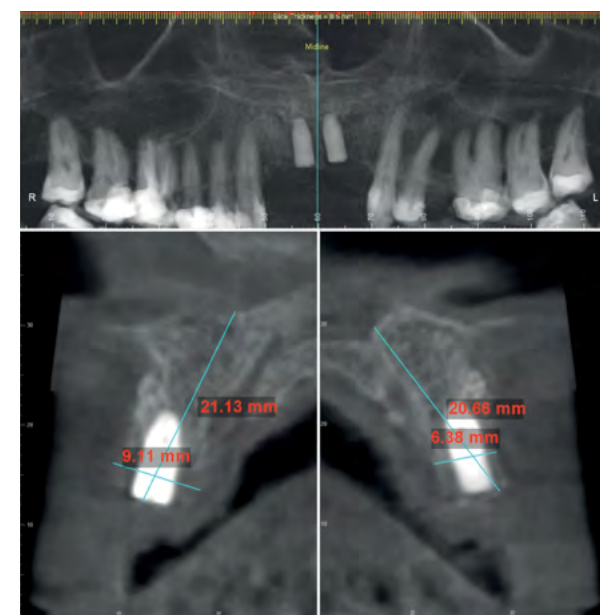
Tomografia computadorizada com 6 meses de pós-operatório. Note o excelente incremento na espessura óssea alveolar.
